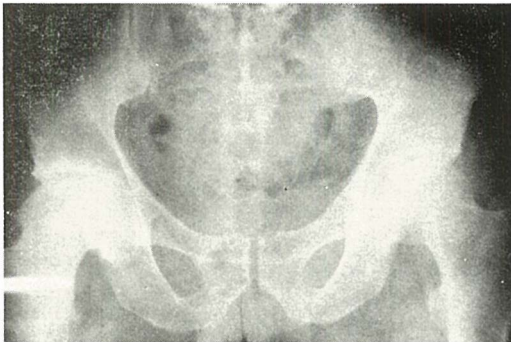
b — Vrijednost tomografije — skleroza je jasnije vidljiva nego na nativnom rendgenogramu
